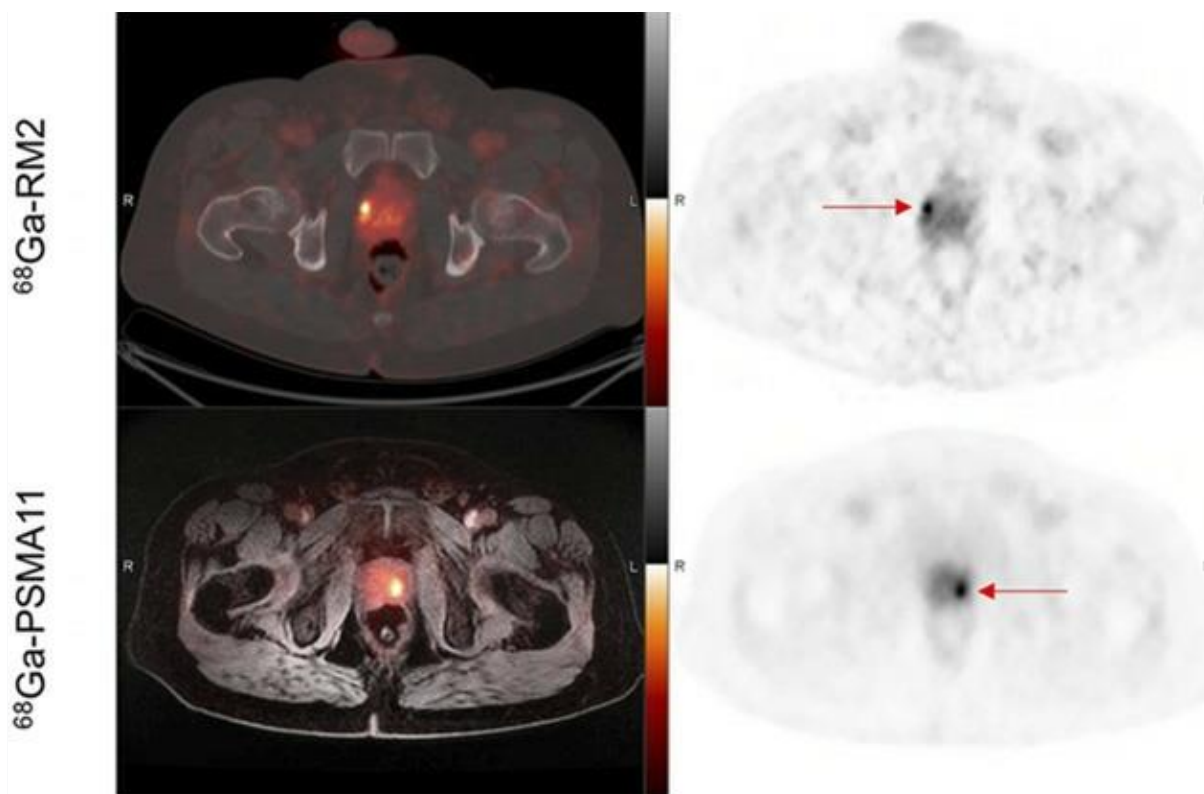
Пацієнт С., 54 р., на рак передміхурової залози середнього ступеню ризику (ПСА: 5,09 нг / мл). Візуалізується фокальне поглинання $^{68}\text{Ga-RM2}$ у правій долі передміхурової залози (стрілка) на аксіальному зрізі ПЕТ / КТ та аксіальному зображенні ПЕТ (верхній ряд). Також спостерігається фокальне поглинання $^{68}\text{Ga-PSMA11}$ в лівій долі передміхурової залози (стрілка) на аксіальних зображеннях ПЕТ / МРТ та ПЕТ (нижній ряд) [84].
